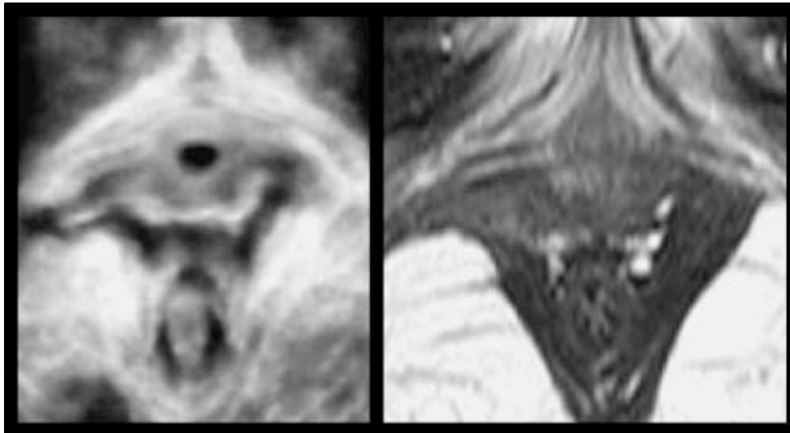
Ecografía 4D suelo pélvico (izquierda) y la resonancia magnética (RMN) (derecha). Tomado de: Dietz HP. Avulsion of the pubovisceral muscle associated with large vaginal tear after normal vaginal delivery at term. Aust N Z J Obstet Gynaecol 2007; 47: 341-344.
